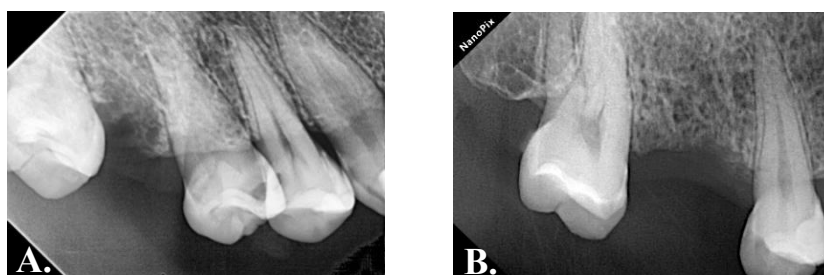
Radiografías periapicales post extracción de pieza #16. A. Primer control de formación de hueso una semana post extracción. B. Control después de dos meses de la extracción.
